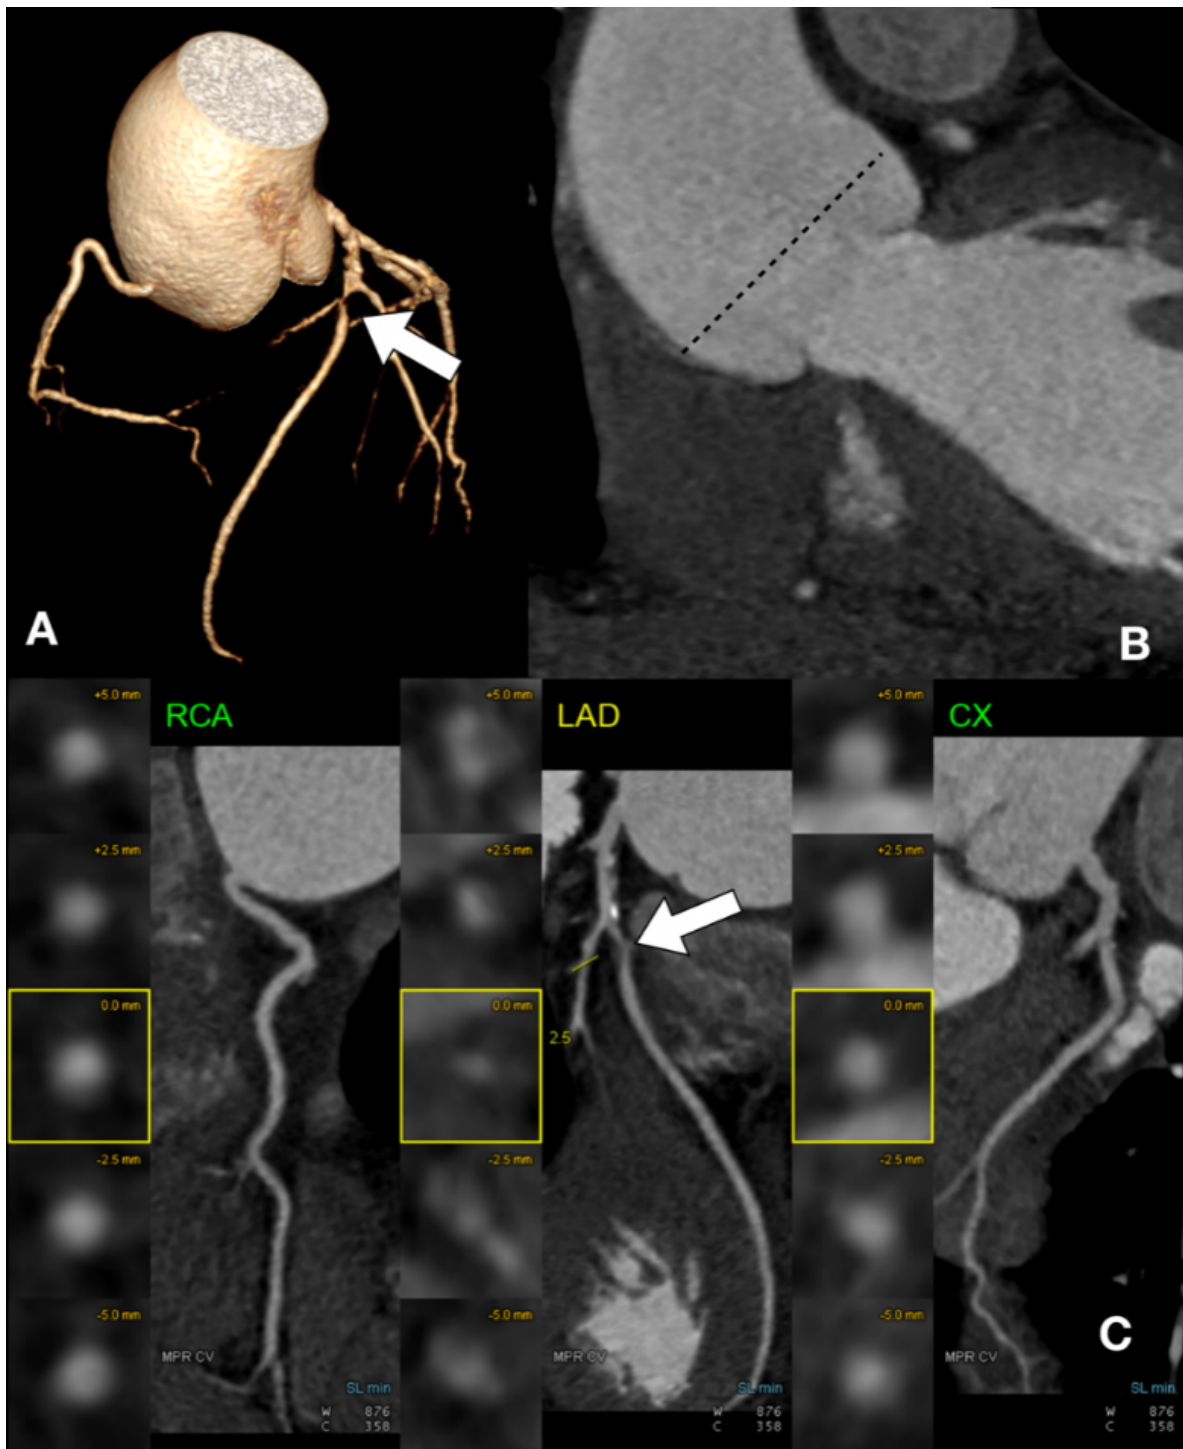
Angiotomografía de coronarias de hombre de 67 años. Reconstrucción volumétrica (A), coronal oblicua (B) y curviplanar muestran estenosis significativa en arteria descendente anterior (flecha); arterias coronaria derecha y circunfleja sin lesiones significativas; se observa dilatación de raíz aórtica con pérdida de unión sinotubular (A y B). El paciente presentaba además insuficiencia aórtica severa (no mostrada).
